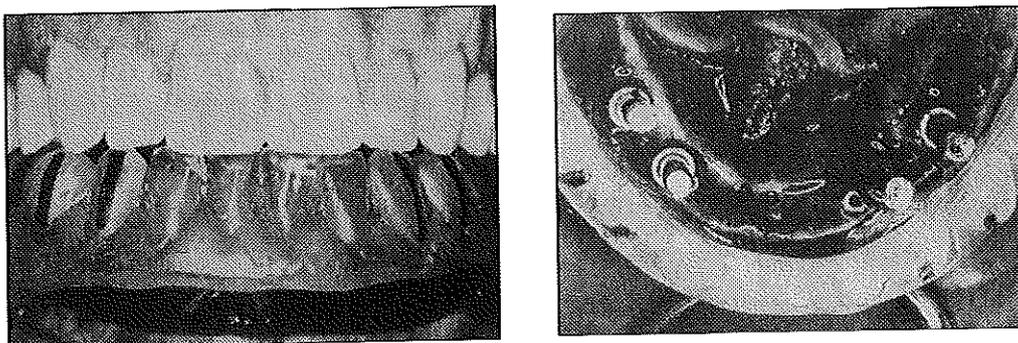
Guide radiographique et guide chirurgical (Rungcharassaeng (69)).
